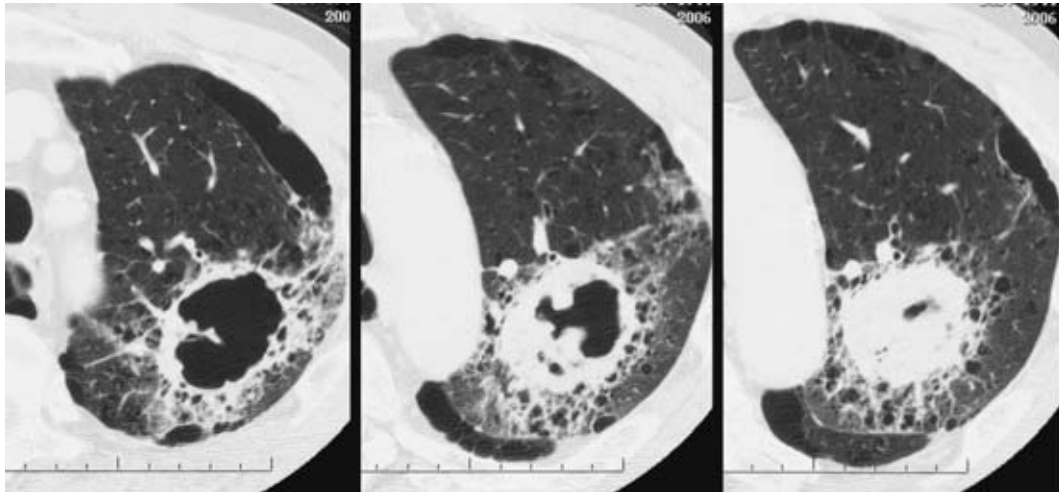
Chest CT scan showed a cavity (40×30×60 mm) in the left upper lobe. The thickest part of the cavity wall was 30 mm.
